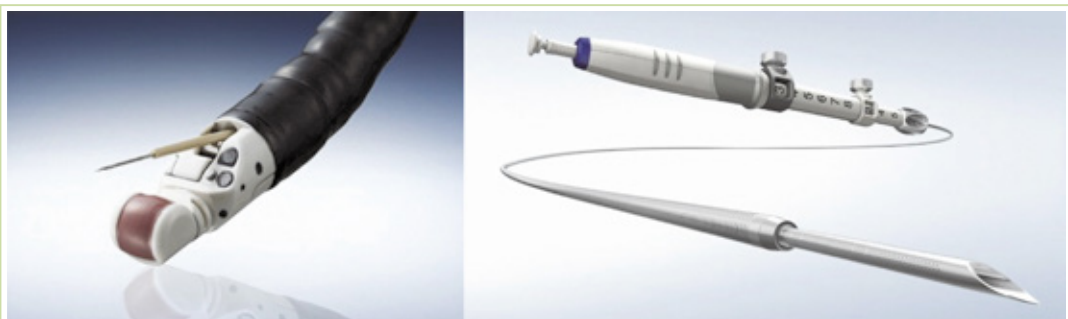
內視鏡超音波導引細針穿刺術使用的特殊內視鏡（圖左），前端超音波探頭可進行線性掃描，裝置上特殊之專用細針（圖右）則可由探頭後方伸出，於超音波導引下進行穿刺取樣。（圖片擷取自Olympus公司之官方網頁）
